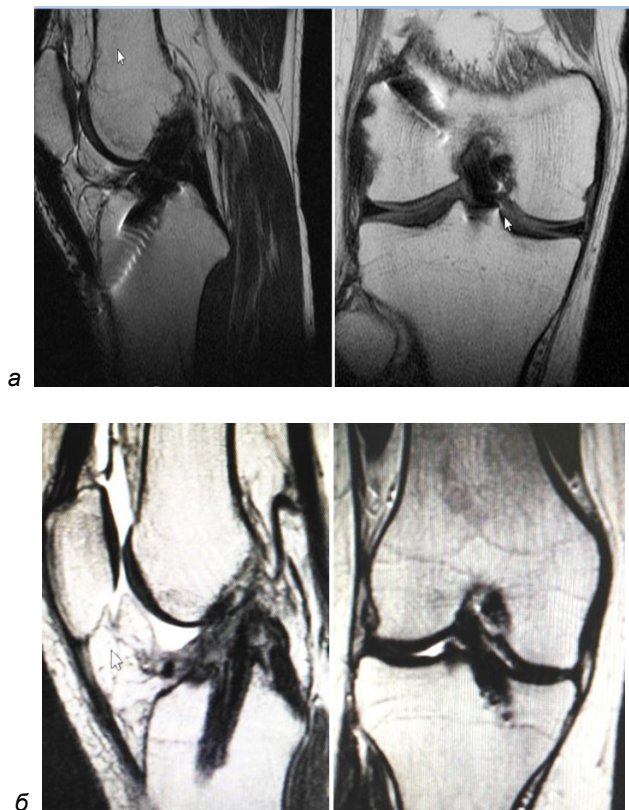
Магнитно-резонансная томография коленного сустава (контроль через 9–12 месяцев): а – вид ауто трансплантата из связки надколенника с двумя костными блоками в сагиттальной и коронарной проекциях; б – вид ауто трансплантата из сухожилий подколенных сгибателей в сагиттальной и коронарной проекциях
